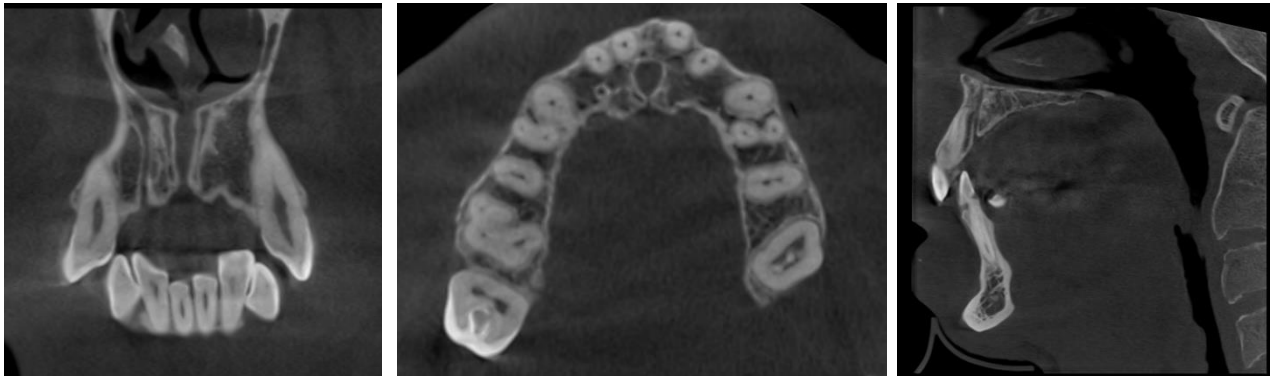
Tomografía computarizada *Cone Beam* en el cual se puede observar el recorrido del *Canalis Sinuosus*.
